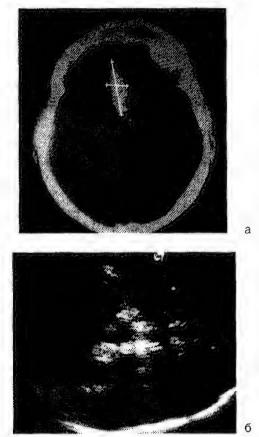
Ультрасонографические признаки внутрижелудочкового кровоизлияния (исследование через височную кость): а — КТ поперечная проекция; 6 — сонография (указано стрелкой)
